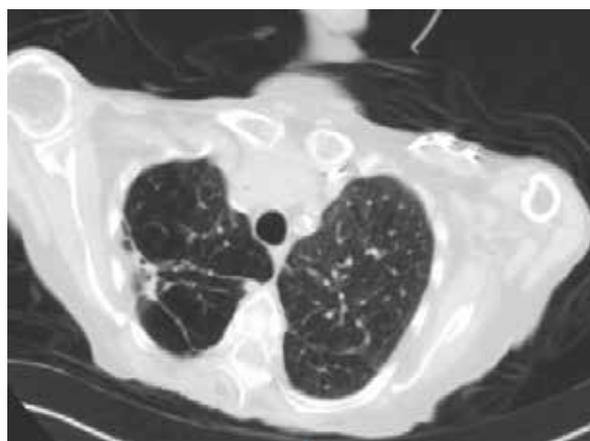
Scansione della tomografia computerizzata del torace della paziente che mostra grave enfisema panlobulare, con bolle di grandi dimensioni più evidenti a destra.
